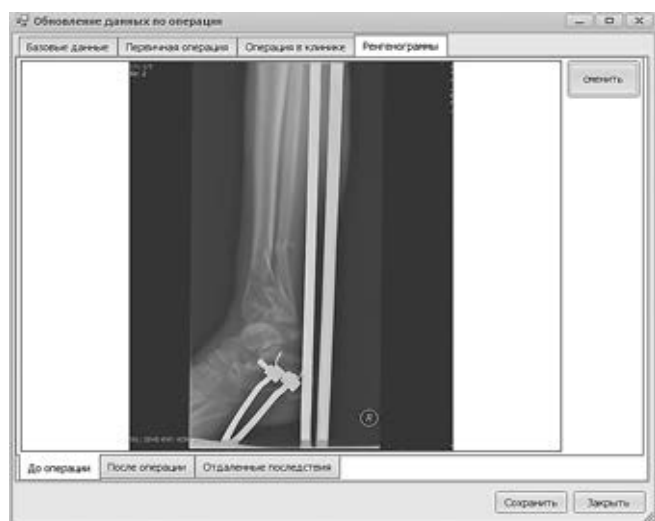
Окно рентгенограмм пациента
